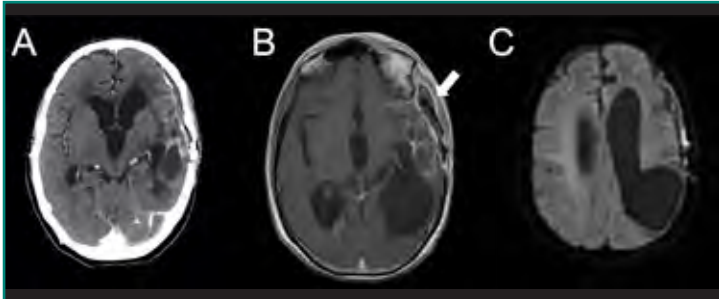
A: TC posadministración de contraste i.v. en paciente posoperado de meningioma, con clínica de fiebre y mal estado general. Colección subdural con realce periférico, compatible con empiema; B: imagen axial de RM, ponderada en T1 posadministración de contraste i.v. donde se ve empiema (flecha); C: secuencia de RM axial en difusión donde se identifica leve restricción de señal en los márgenes de la colección, apoyando el diagnóstico de empiema.
